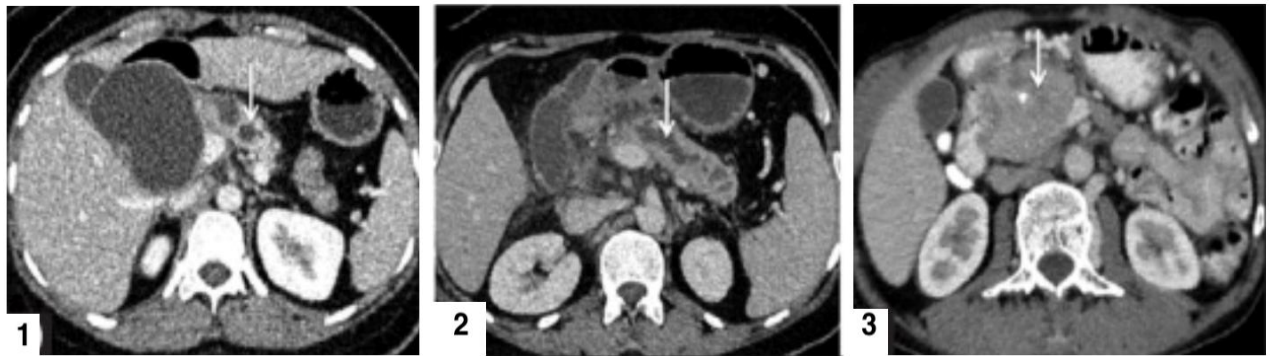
TDM avec injection de PDC réalisée chez des patients atteints de pancréatite chronique, montrant divers degrés de dilatation (1 et 2). Un gros pseudokyste est également observé chez un patient (1). Un calcul intracanalair (flèche) avec masse de la tête du pancréas est observé chez un autre patient (3) [110].
